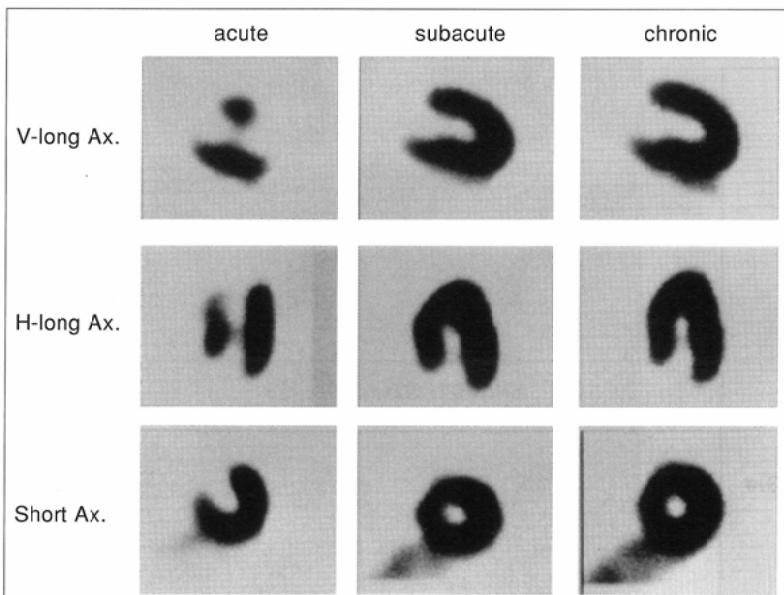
SPECT images on admission (left), at one week (middle), and at four weeks (right) of a patient with acute anterior myocardial infarction who received successful revascularization. Significant improvement in the anterior wall is noted.
